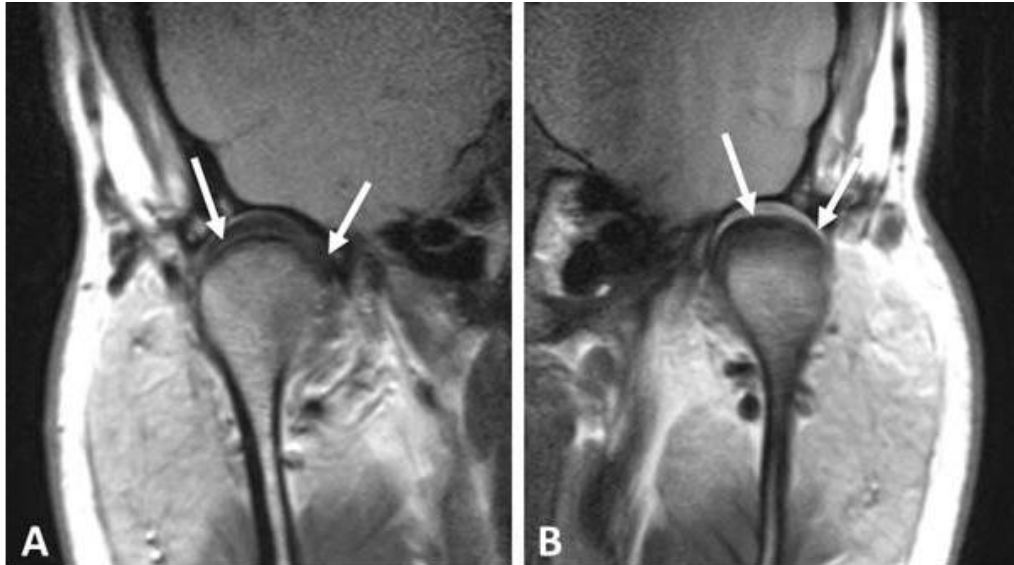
Vista coronal de imágenes de resonancia magnética ponderadas en DP. A. Lado derecho y B. Lado izquierdo. Las flechas señalan el disco articular unido a los polos lateral y medial del cóndilo en ambas articulaciones temporomandibulares. (11)
